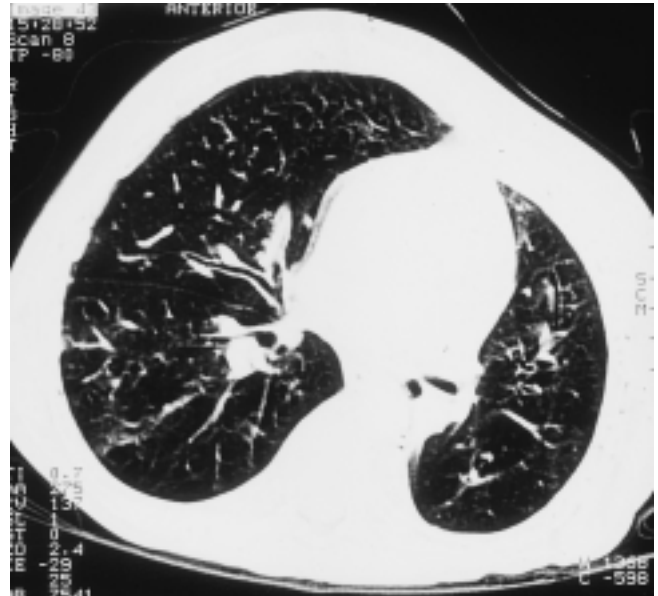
HR-CT eines Patienten mit Bronchiolitis obliterans, erweiterten zentralen Bronchien und seitendifferenzierter Überblähung.
